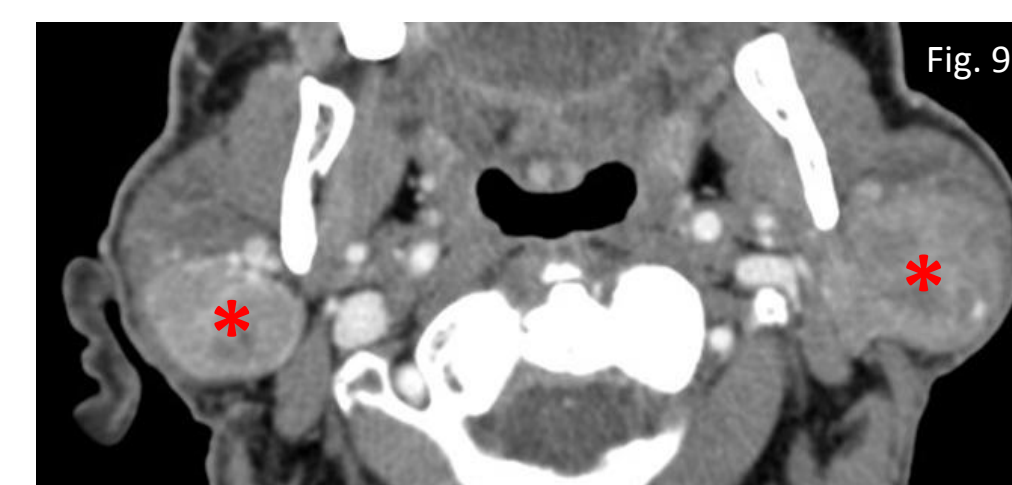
TC com contraste, tumores de Warthin da parótida, bilaterais (*), com captação ligeira e heterogênea de contraste
